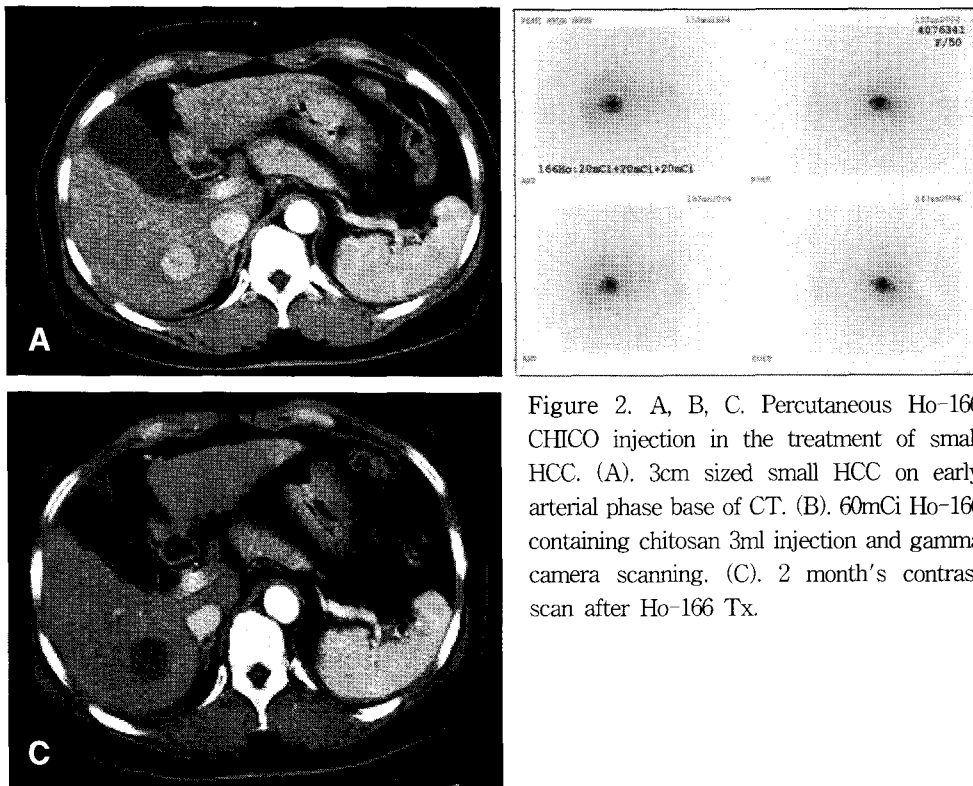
A, B, C. Percutaneous Ho-166 CHICO injection in the treatment of small HCC. (A). 3cm sized small HCC on early arterial phase base of CT. (B). 60mCi Ho-166 containing chitosan 3ml injection and gamma camera scanning. (C). 2 month's contrast scan after Ho-166 Tx.
